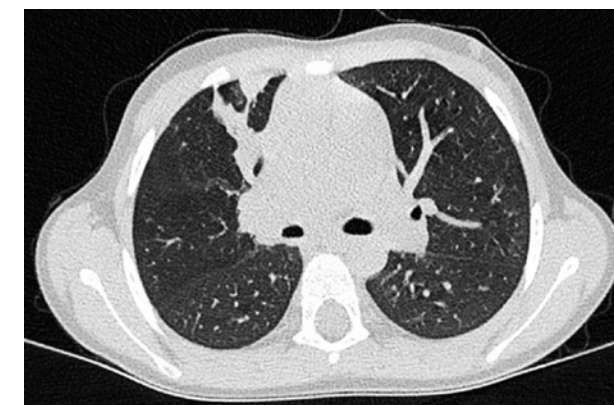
МСКТ органов грудной полости (ателектаз в S5 справа, фиброзные изменения в средней доле правого лёгкого)
